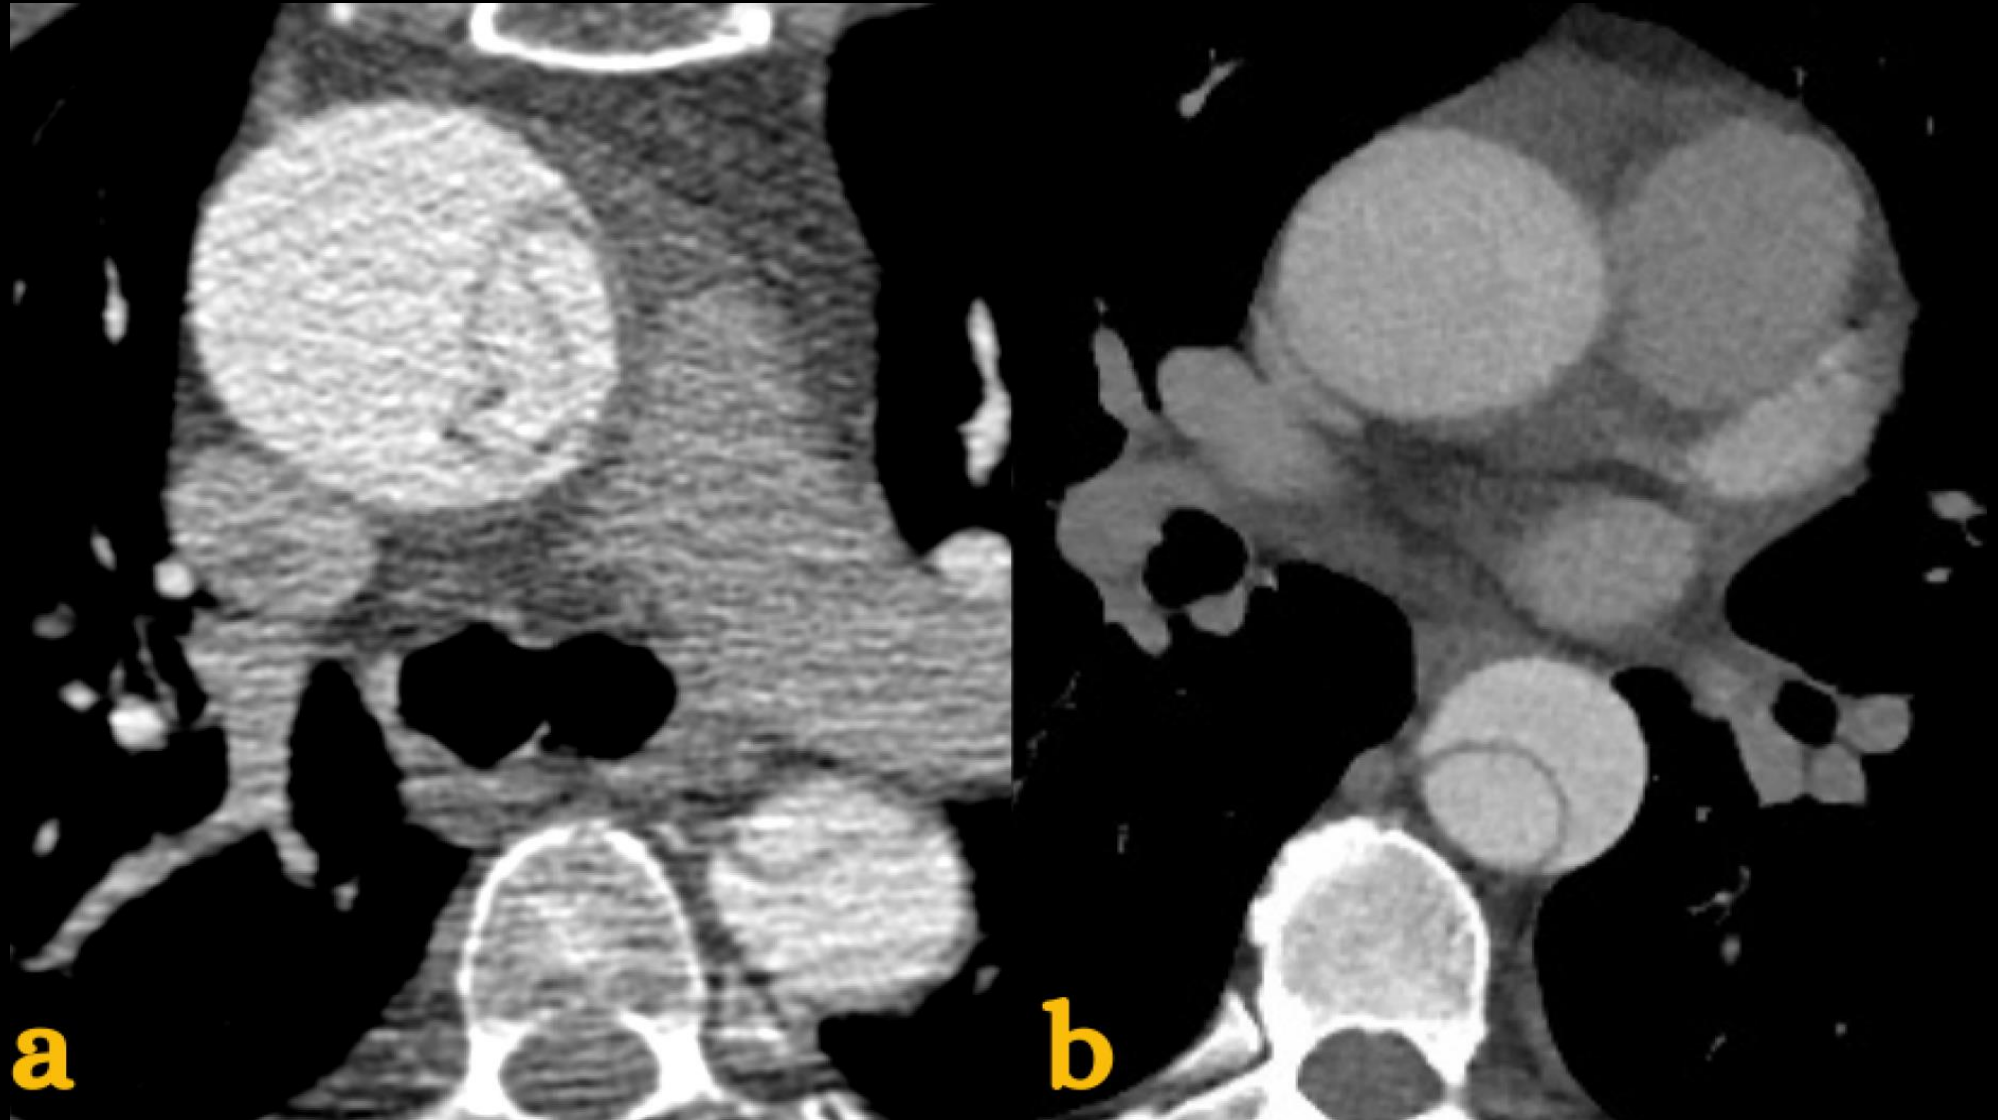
TC axial con contraste ilustrando la clasificación de Stanford. (a) DAA tipo Stanford A que afecta a la aorta ascendente y descendente; (b) DAA tipo Stanford B que únicamente afecta la Aorta descendente.
